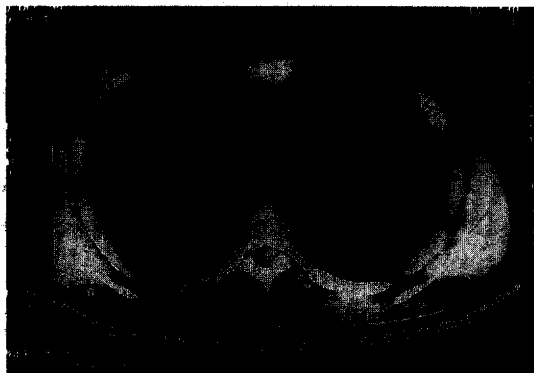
Chest CT showing anterior mediastinal mass.
